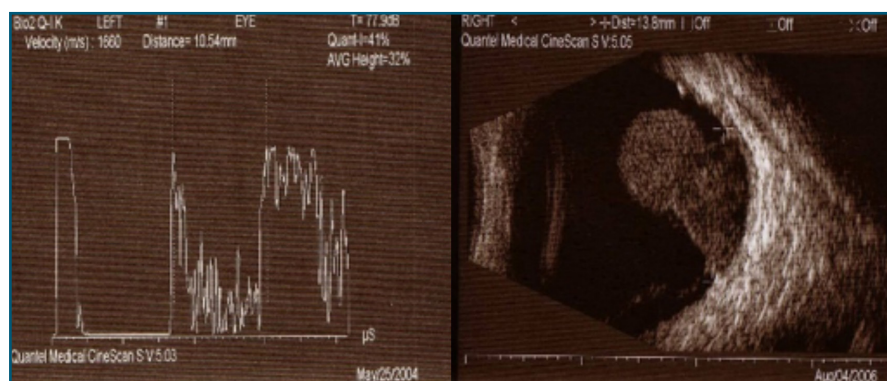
Caratteristiche ecografiche in A e B-scan di melanoma coroidale a fungo
